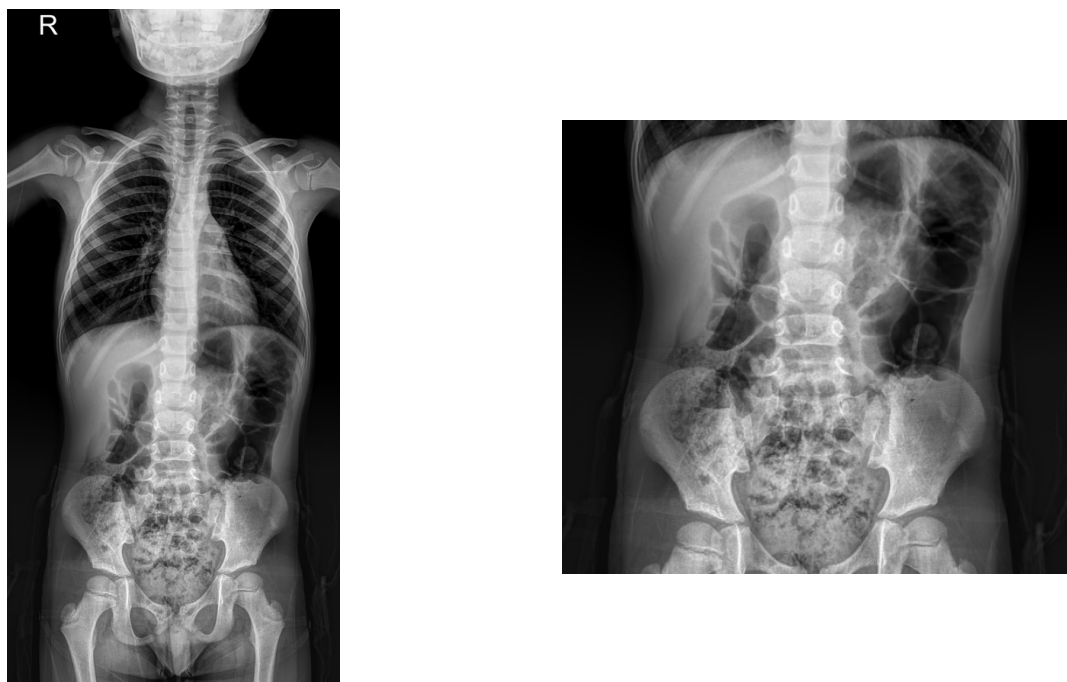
Whole spine x-ray image of patient after Chuna manual therapy on 28th February 2023.
